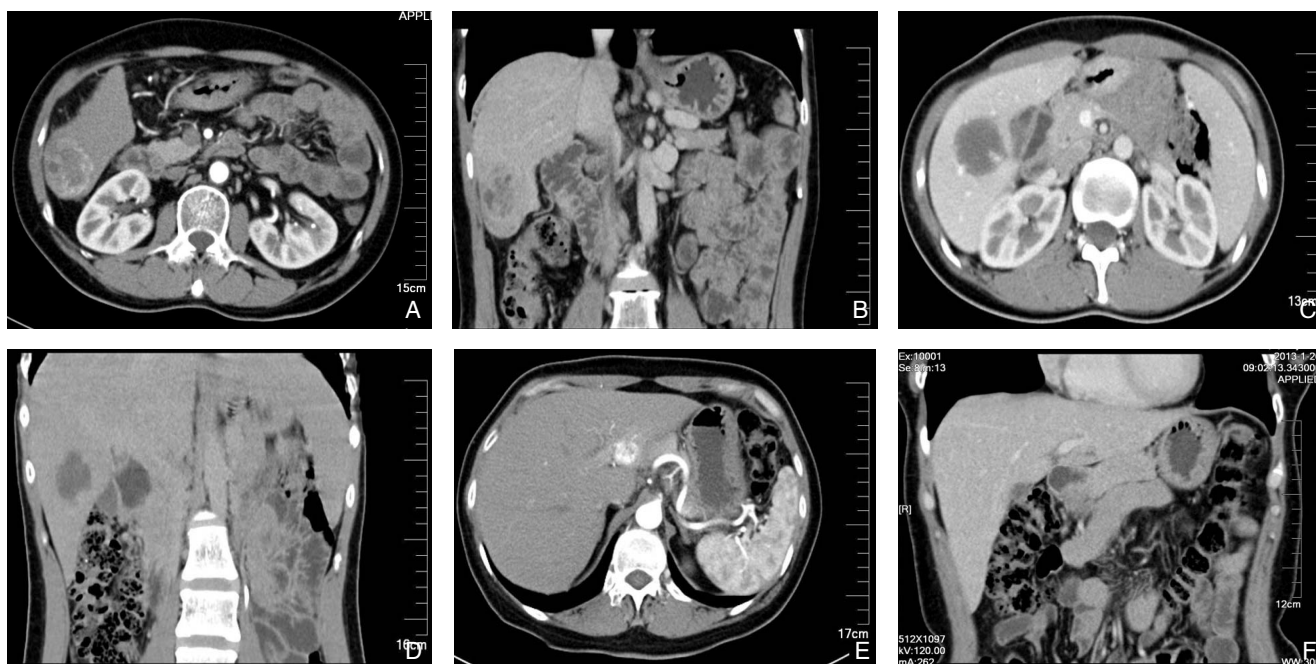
患者CT影像 A、B:原发性肝癌(右后叶);C、D:肝上皮样血管内皮瘤(右后叶);E、F:肝上皮样血管平滑肌脂肪瘤(左外叶)
